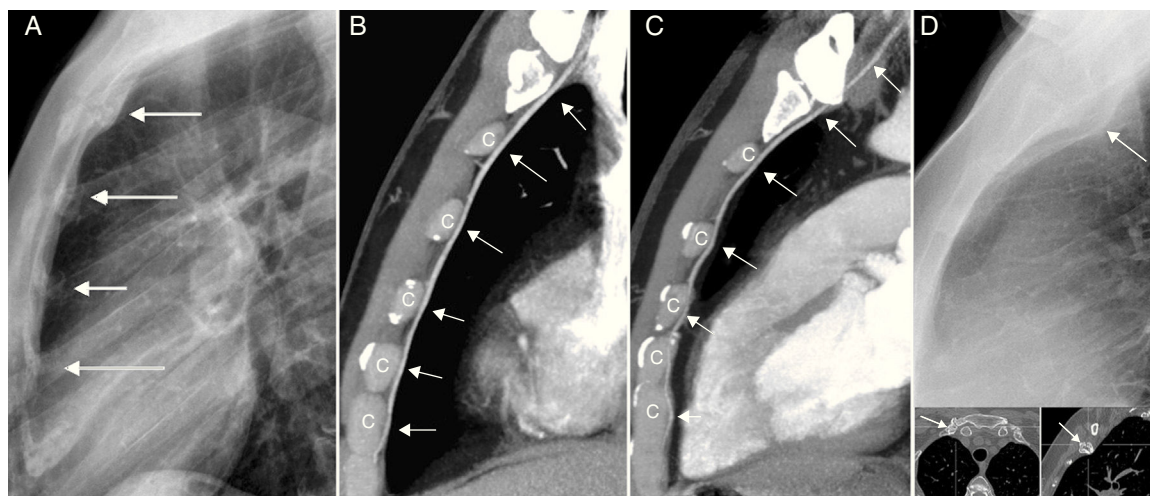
Línea retroesternal y bandas paraesternales. A) Radiografía lateral (RL) de tórax de un adulto. Las bandas retroesternales presentan ondulaciones que coinciden con las uniones condroesternales (flechas). Reconstrucciones de tomografías computarizadas (TC) sagitales de máxima intensidad de proyección a la derecha (B) y a la izquierda (C) del esternón, que muestran las ondulaciones que los cartílagos costales (c) producen sobre las venas mamarias internas (flechas blancas). D) RL de tórax. La línea retroesternal está desplazada posteriormente por los cambios degenerativos en la articulación esternoclavicular derecha (flecha). Abajo, imágenes de TC axial y sagital del mismo paciente, que confirman los hallazgos de la RL.
